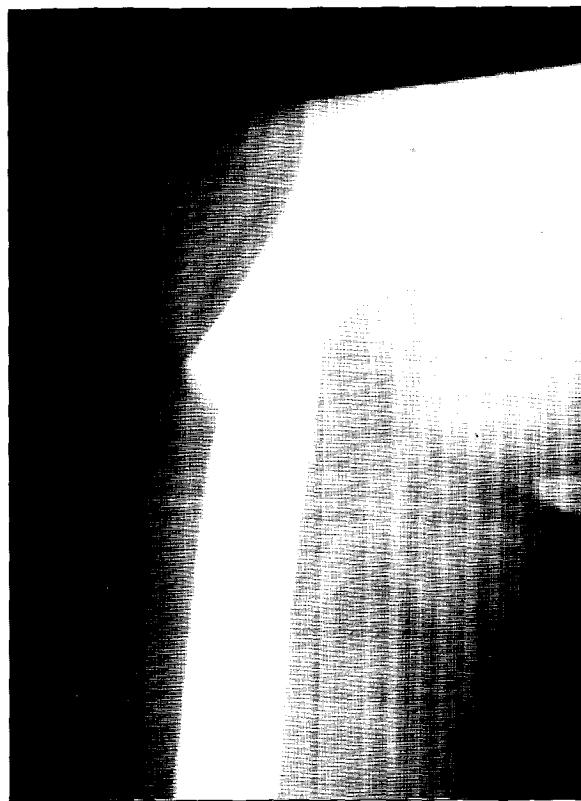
Caso 8: CF, sexo masculino, 32 años, politraumatizado grave por choque en moto: TEC con pérdida de conocimiento, fractura cerrada de fémur derecho, fractura expuesta de rótula. Desde el punto de vista osteoarticular se realizó patelectomía y fijación de la fractura de fémur con fijadores externos. Radiografía preoperatoria.
